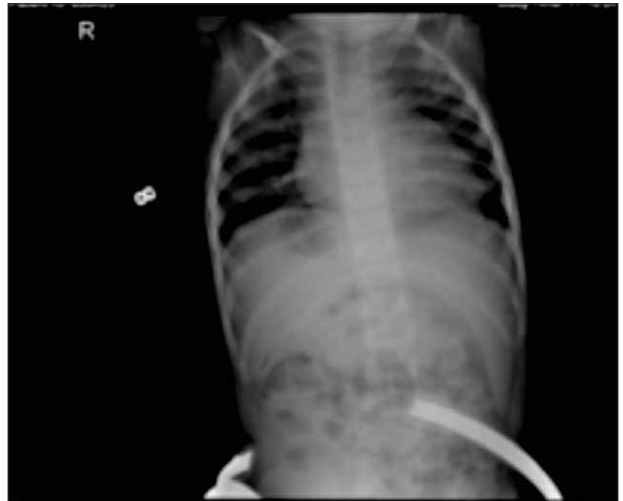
Radiografie cardiotoracică de control
